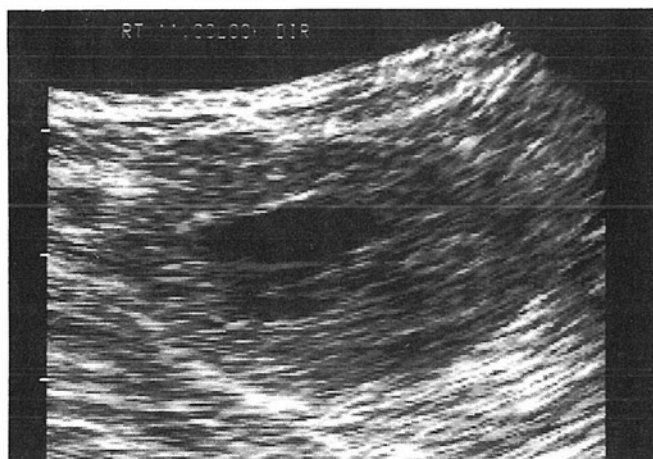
Ultrasonographic findings of patient 1. This picture shows solid mass lesion with irregular margin.
